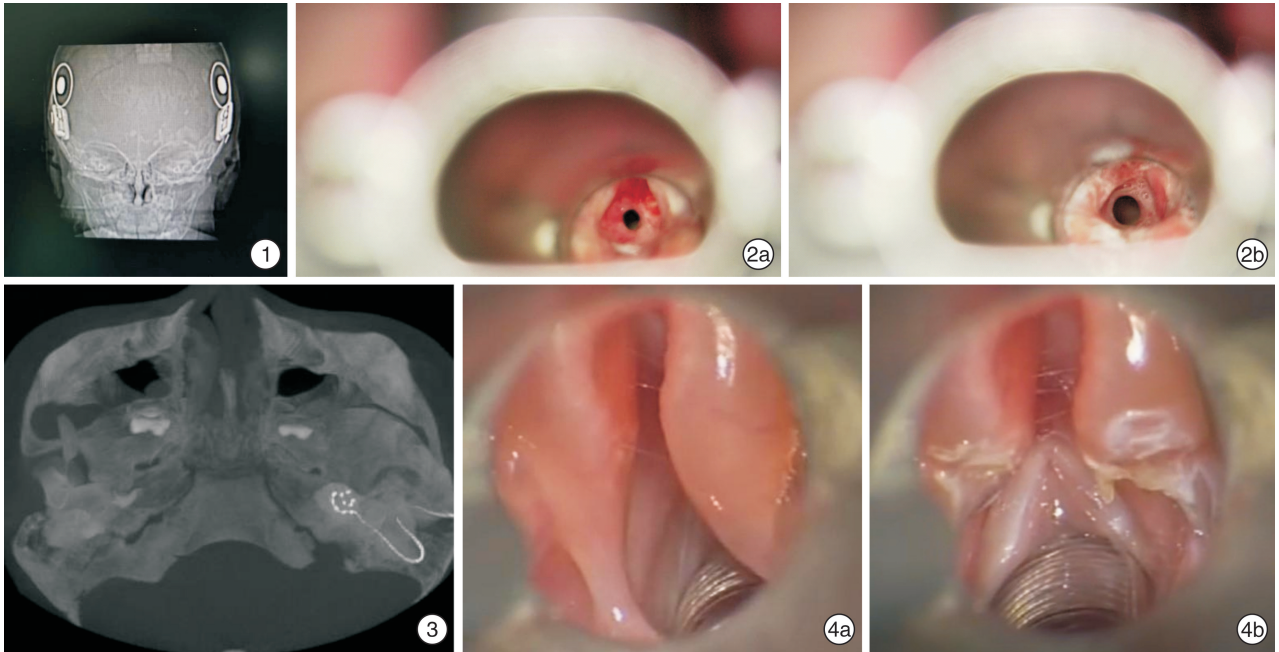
例 2 患儿对侧人工耳蜗植入术后颞骨 CT 成像; 图 2 例 1 患儿喉狭窄球囊扩张术前后变化 2a:声门下狭窄(球囊扩张前),Myer-Cotton 分型 II 型;2b:声门下狭窄(球囊扩张后); 图 3 例 1 患儿术后 X 片成像; 图 4 例 2 患儿喉软化声门上成形术前后变化 4a:喉软化症 II 型;杓会厌皱襞短缩;4b:射频消融短缩的杓会厌皱襞和会厌外侧缘。
